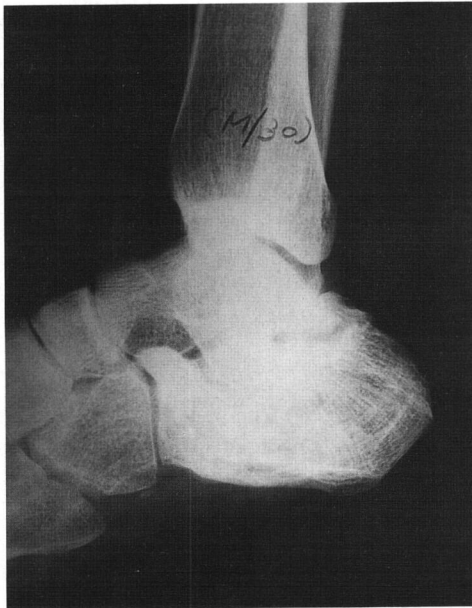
Postoperative roentgenograph that resected posterosuperior portion of calcaneus.
